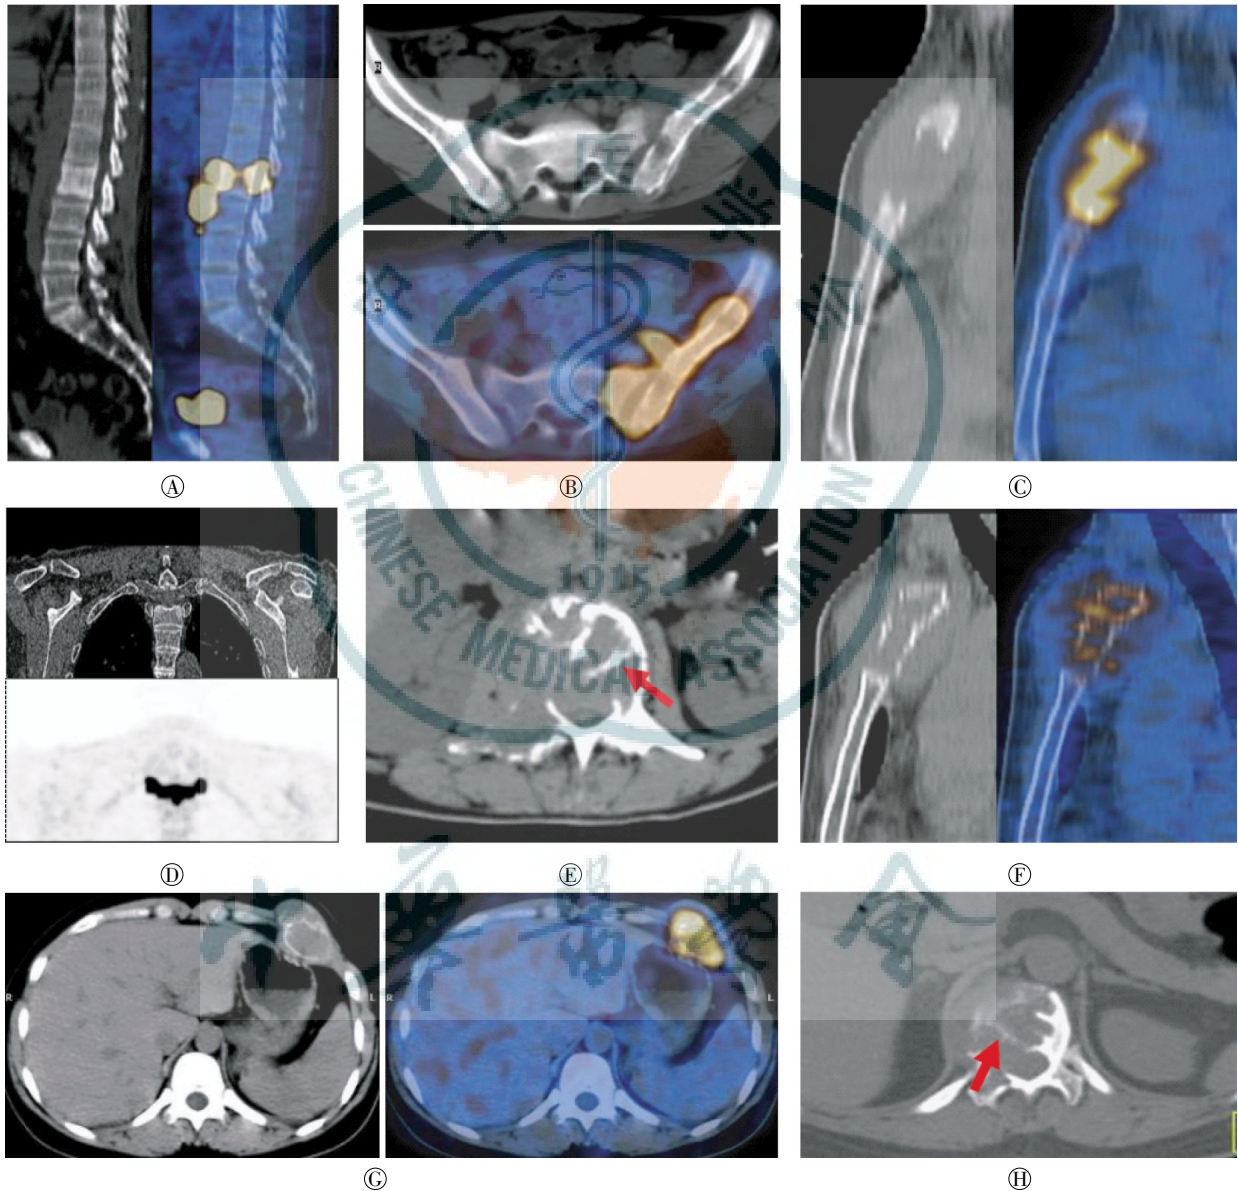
骨骼肿瘤的 PET/CT 表现 图中, A、C、F 图为 CT 及 PET/CT 融合图矢状位; B、G 为 CT 及 PET/CT 融合图横断位; D 为 CT 及 PET 冠状位; E、H 为 CT 横断位。A: 弥漫性大 B 细胞淋巴瘤, 腰 2 椎体骨质密度弥漫性增高, 椎旁软组织肿块, 纵径大于横径; B: 间变性大 B 细胞淋巴瘤, 左侧髂骨大病灶, 骨骼小破坏; C: 胸骨柄嗜酸性肉芽肿, 溶骨性破坏彻底, 无膨胀, 无残留骨嵴, 病灶突破骨皮质形成软组织肿块; D: 浆细胞骨髓瘤, 胸 2 椎体及双侧附件对称性溶骨性破坏, PET 冠状位图上形成“领结征”; E: 浆细胞骨髓瘤, 破坏区内见粗大骨嵴残留(见红色箭头); F: 胸骨柄浆细胞骨髓瘤, 胸骨柄略呈膨胀性生长, 轮廓存在, 骨皮质断断续续中断, 形成“花边征”; G: 骨巨细胞瘤, 左侧肋骨膨胀性破坏, 形成“皂泡征”; H: 骨巨细胞瘤, 破坏区内见纤细骨嵴残留(见红色箭头)。
